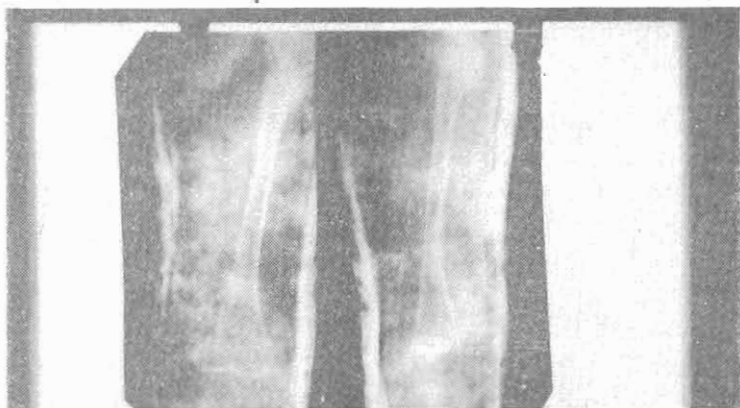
Radiografía de control. Ver como ha consolidado la fractura.
